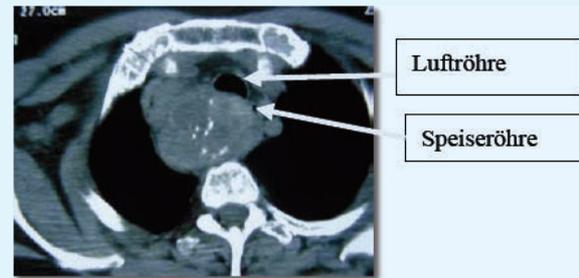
CT Untersuchung einer stark vergrösserten hinter das Brustbein hinter die Luft- und Speiseröhre ausgedehnten Schilddrüse
